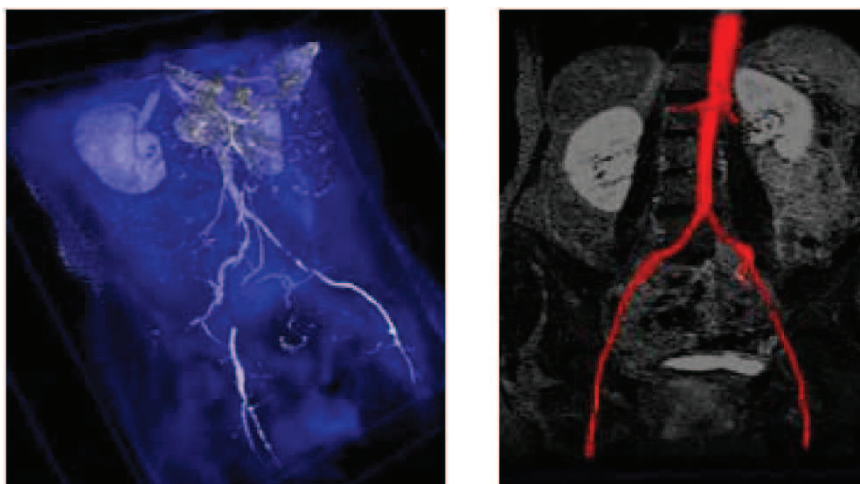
Dados recolhidos MRI e modelo sólido geométrico pré-operatório (NSF, 2006)
